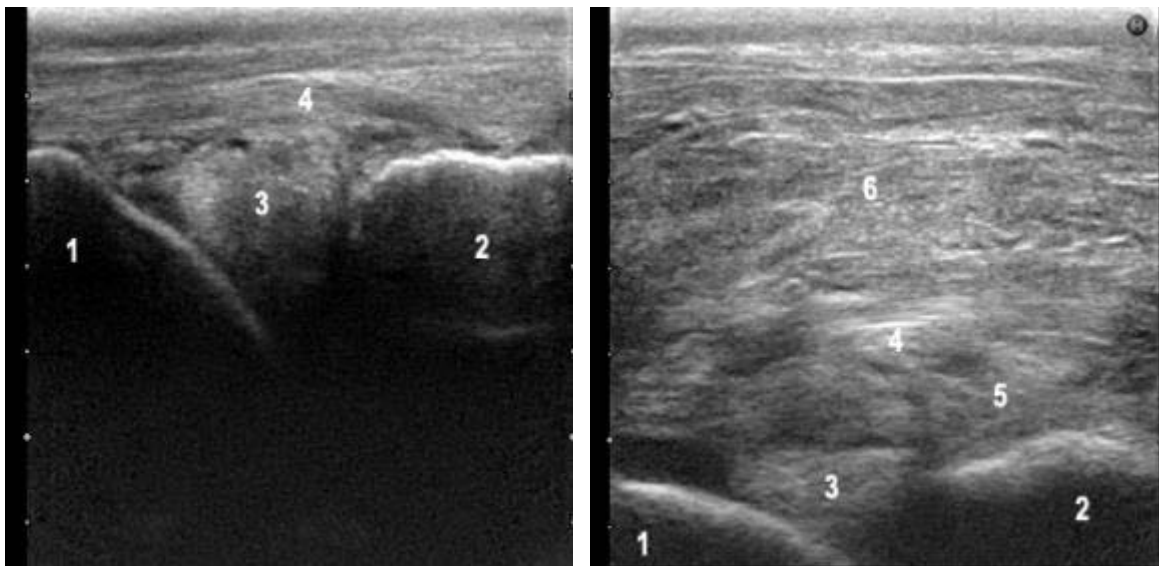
Ultrasonographische Befunde bei einer klinisch gesunden (links) und einer klinisch erkrankten Kuh (rechts). Schallkopf vertikal in Transversalachse über dem lateralen Kollateralband (4) aufgelegt. 1 = lateraler Kondylus des Os femoris, 2 = lateraler Tibiakondylus, 3 = lateraler Meniskus, 4 = Kollateralband, bei dem erkrankten Rind nicht klar darzustellen, 5 = Bereich des nekrotischen Gewebes mit Granulationsgewebszubildung, 6 = Weichteilschwellung im Bereich der Insertion des M. glutaebiceps.
